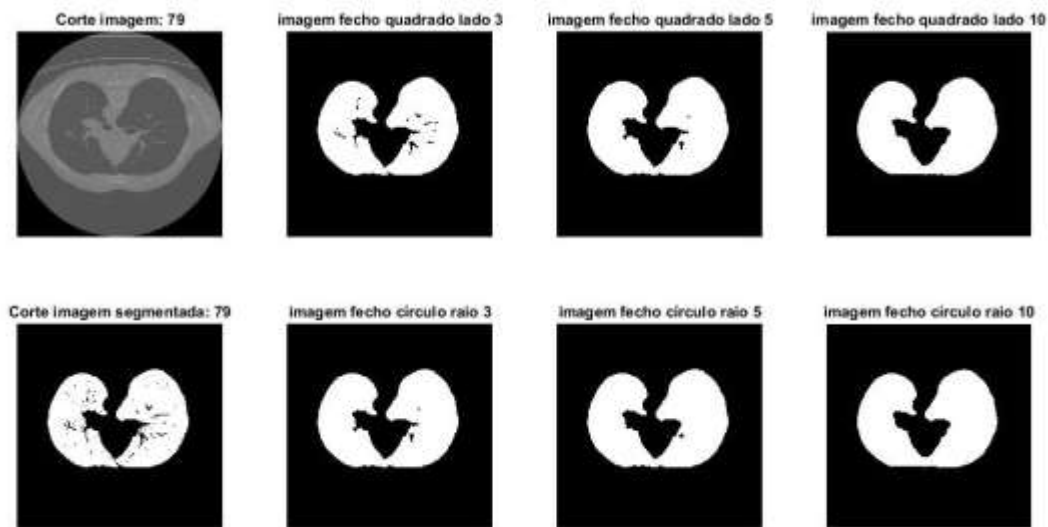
Exemplo de aplicação do operador fecho a uma imagem de um corte do conjunto de dados de TC binária, com diferentes elementos estruturantes: círculo de raio R e quadrado de lado L, com $R=3, 5$ e 10 pixels e $L=3, 5$ e 10 pixels.
